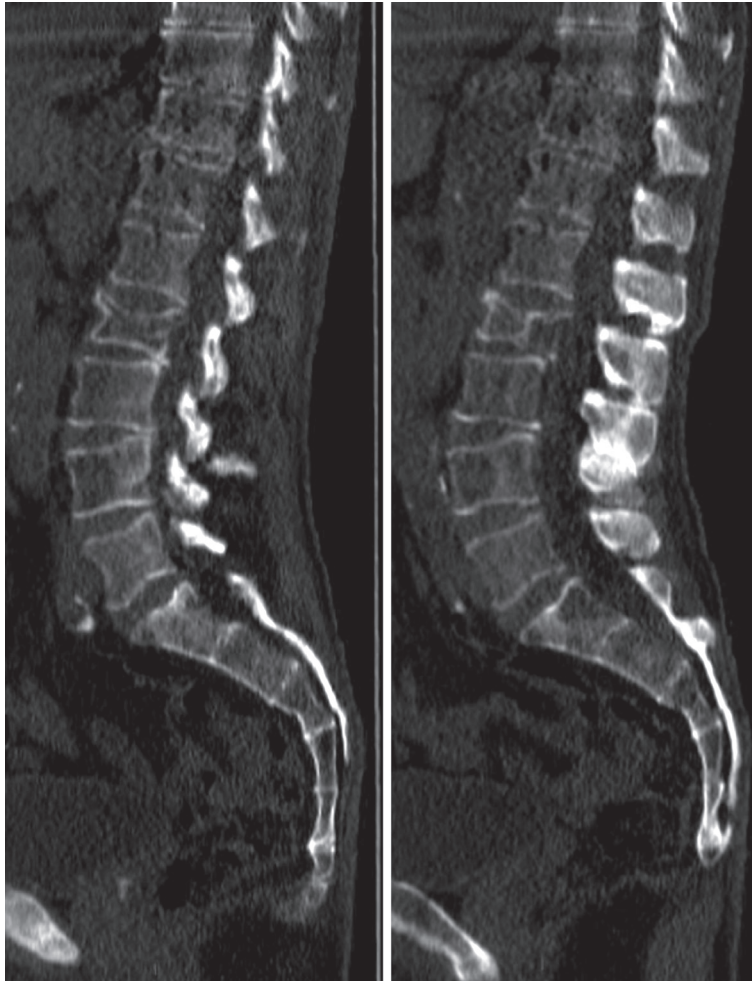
TAC de columna lumbosacra de varón con mieloma múltiple sintomático. Fractura y aplastamiento en L4. Presencia de lesión lítica en L4 generando el aplastamiento, lesiones líticas en L2 y vértebras sacras
